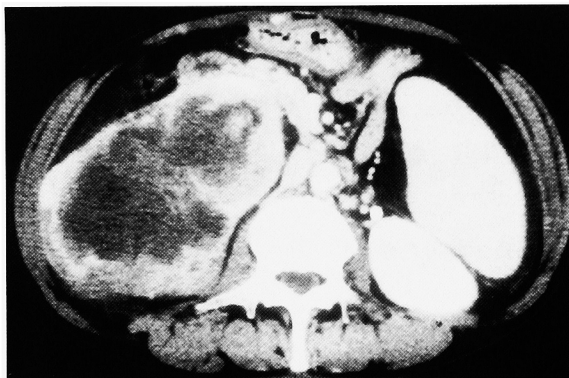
Computed tomograph showing a large right renal mass with enhanced margin.
